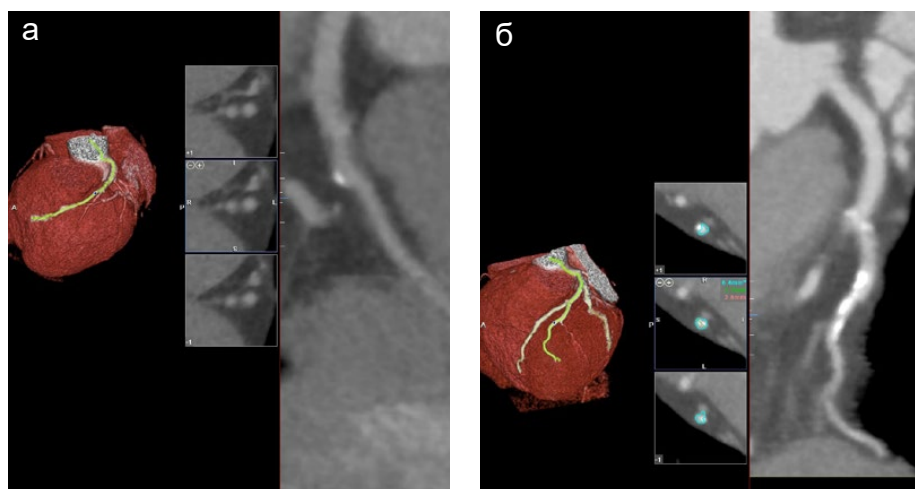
Визуализация кальциноза коронарных артерий на компьютерной томограмме: а — тонкие линейные кальцификации в огибающей ветви левой коронарной артерии; б — выраженный кальциноз диагональной ветви левой нисходящей артерии
